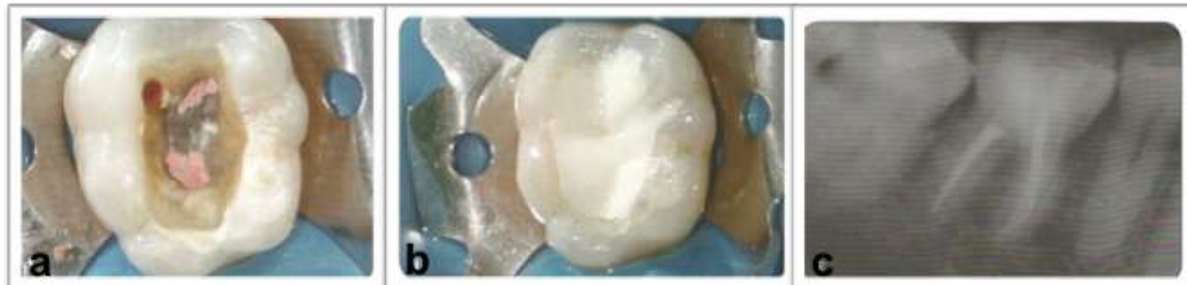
Restauração do dente tratado endodônticamente: a) vista oclusal; b) dente restaurado; c) radiografia após terapia endodontia e restauração da coroa dental (BOMBANA & FERRARI, 2010).
